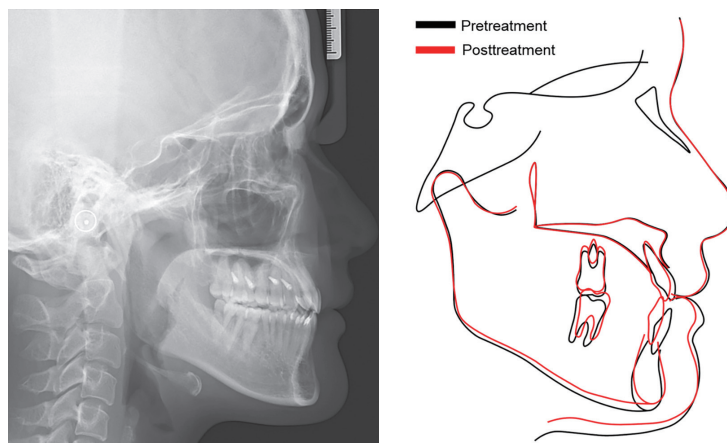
Posttreatment cephalometric radiograph and superimposition.
